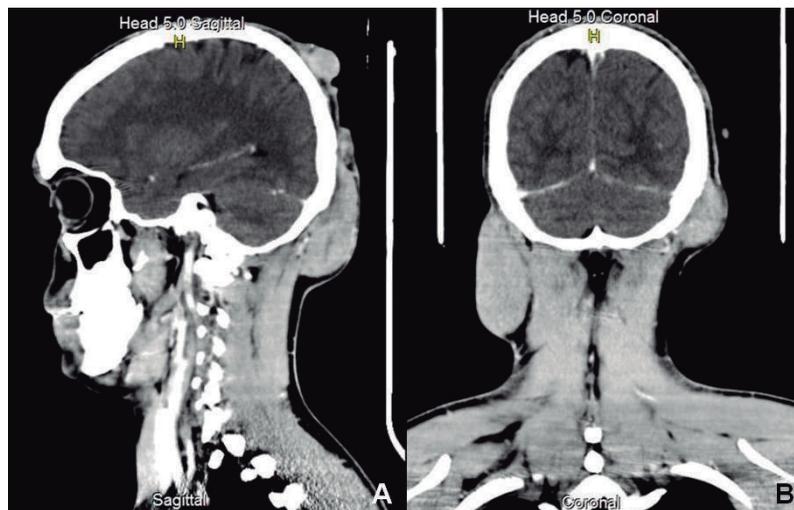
A. Tomografía computada (TC) de cabeza y cuello, corte sagital. Se observan lesiones ubicadas en el espesor del tejido celular subcutáneo, de aspecto nodular, de límites parcialmente definidos, con densitometría heterogénea con zonas de menor densidad que podrían vincularse con áreas líquidas. No se evidencia compromiso del tejido óseo. B. TC de cabeza y cuello, se observan las mismas lesiones en un corte coronal.
